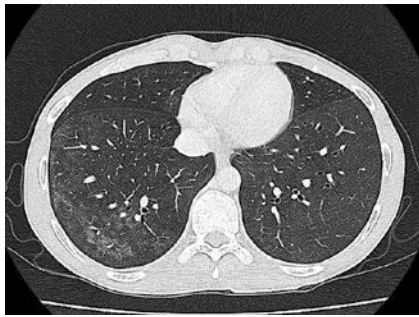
Contrast-enhanced chest CT scan on admission showed ground-glass opacity in both lung fields.
